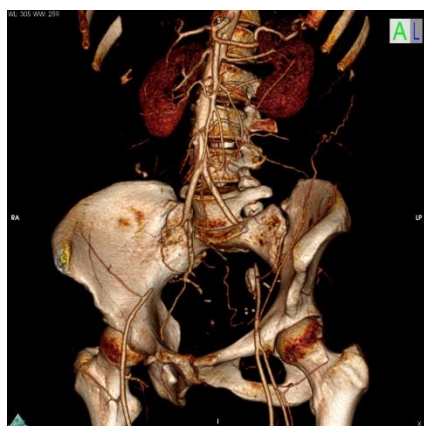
МСКТ аорты и артерий нижних конечностей
